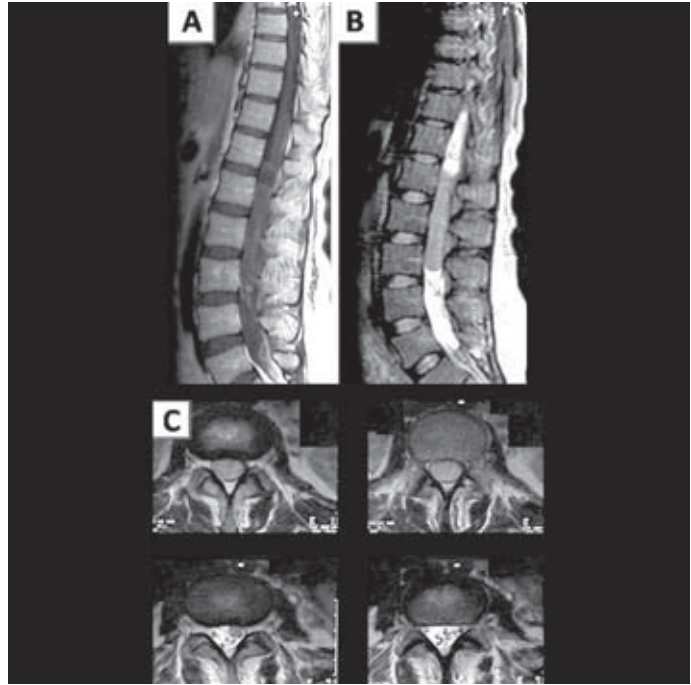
Metástasis L1-L3 de meduloblastoma cerebeloso. A: RM, corte sagital en T1. B: RM, corte sagital en T2. C: RM, corte axial en T2.
